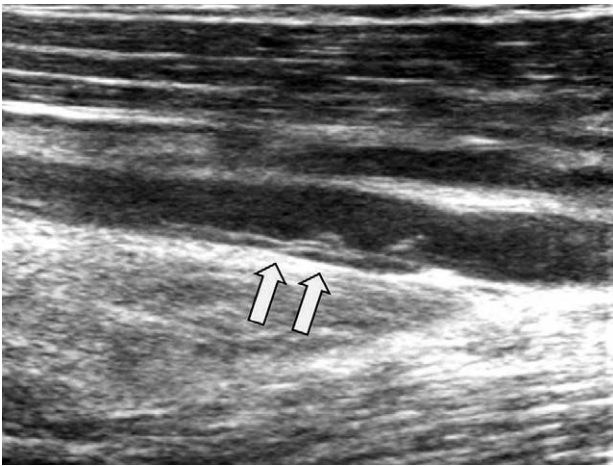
The doppler ultrasonography image shows thrombus in the femoral vein at postoperative 1 day. (Arrow)
